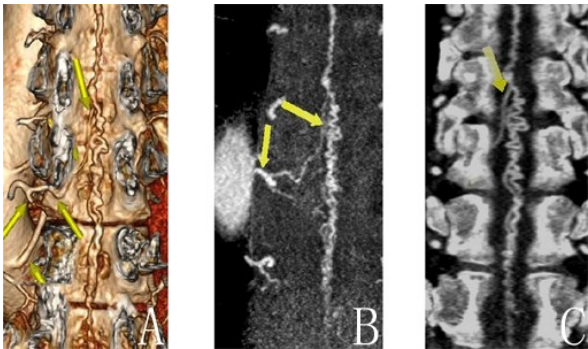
胸₈₋₁₂节段髓周动静脉瘘 320 排动态容积 CTA
